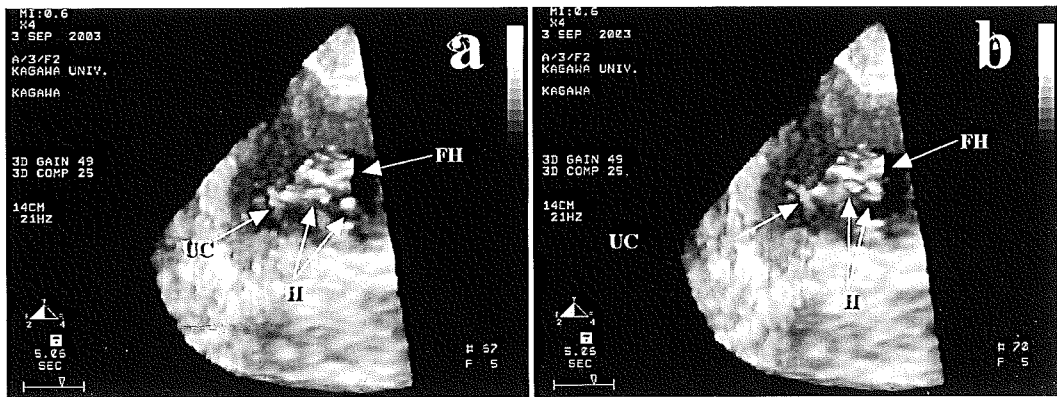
4次元超音波による妊娠13週胎児の胎動の観察
